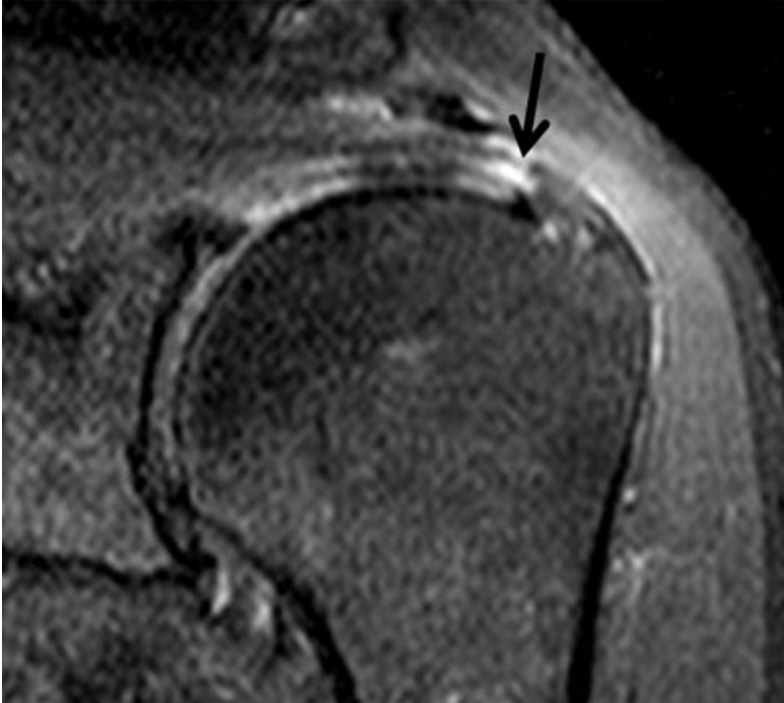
Tendinozis ile uyumlu MRG görüntüsü. Hastamızda tendinozis ile uyumlu olarak PD TSE MRG görüntüde distal supraspinatus tendonunda rüptür bulgusu olmadan kalınlaşma ve sinyal artışı (ok).
